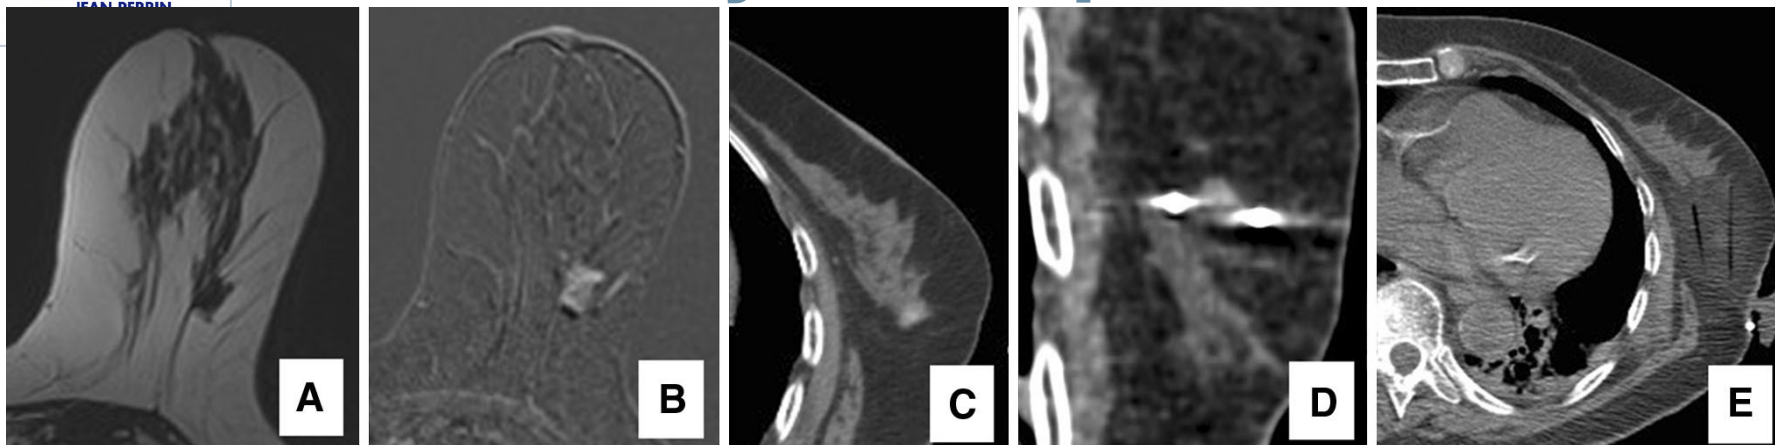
An 87-year-old female patient affected by a ductal carcinoma. T2-weighted (A) and 3D GE T1-weighted subtracted contrastenhanced (B) MR images before cryoablation, 6 months after oral endocrine therapy. CT scan before (C) and during treatment (D): 2 cryo-probes were positioned to cover the tumour. The ice ball at the end of the procedure (E) is shown as a mild hyperdense area with poor-defined margins in the fatty tissue of the breast; the tumour is largely encompassed by the ice ball and the ghosts of the two cryoprobes are shown (hypo-dense lines)
